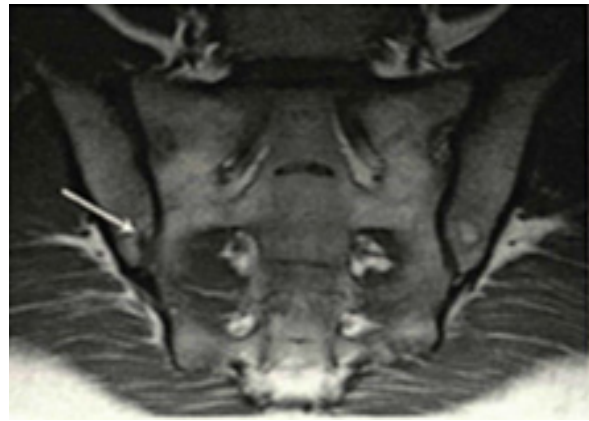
Б. МР-томограмма КПС в коронарной проекции, режим T1. Больной Л., 31 лет, в субхондральных отделах тела правой подвздошной кости отмечается локальный участок утраты сигнала от костного мозга — эрозия (стрелка)
